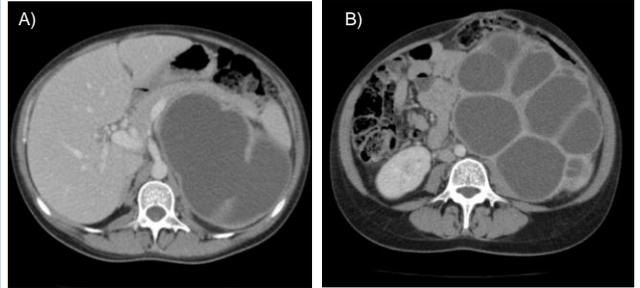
TC de abdome com contraste realizada anterior ao implante do cateter duplo J. A) Dilatação de rim esquerdo (20 cm no maior diâmetro) com afilamento do parênquima e acentuada pionefrose. B) Sinal radiológico conhecido como sinal da pata do urso ("bear paw sign").
